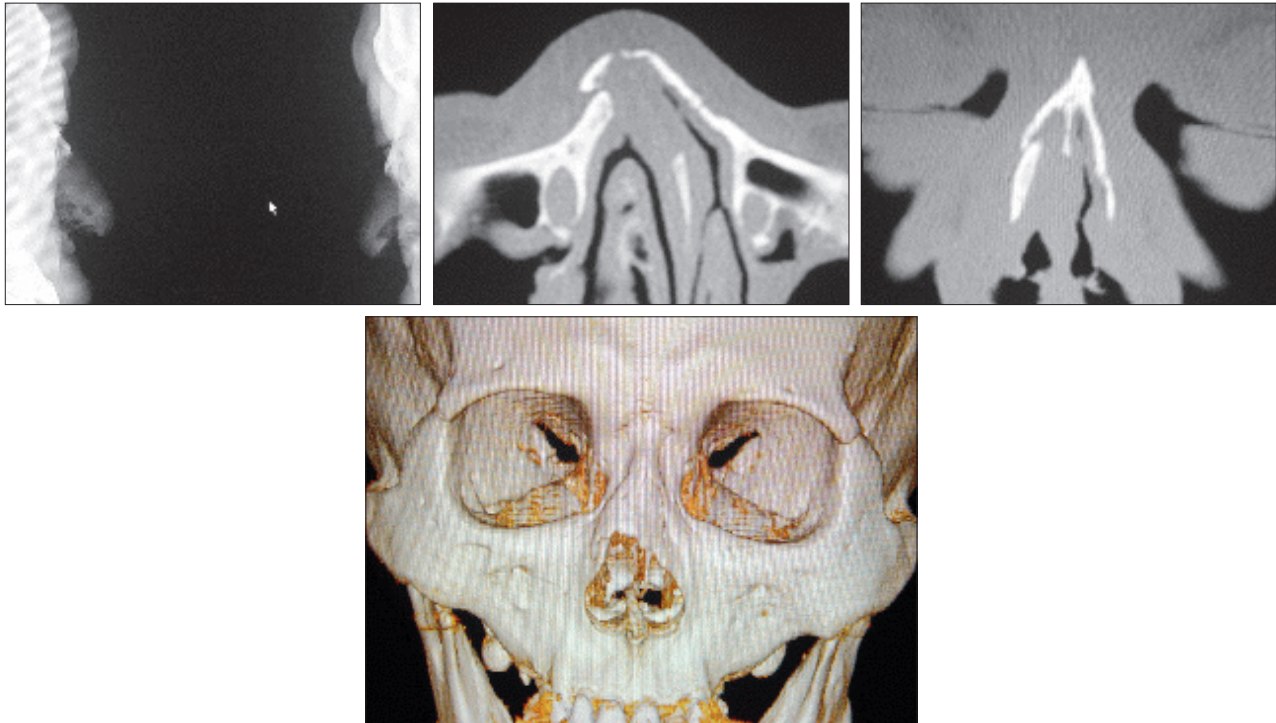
(Above, left) Nasal bone view of the patient #4. One surgeon and four residents answered there was no fracture. (Above, center and right) Two-dimensional computed tomography (2D CT) view of same patient. Nasal bone fracture and deviation was defined in 2D CT. (Below) Real 3D image shows a similar shape of fracture.
